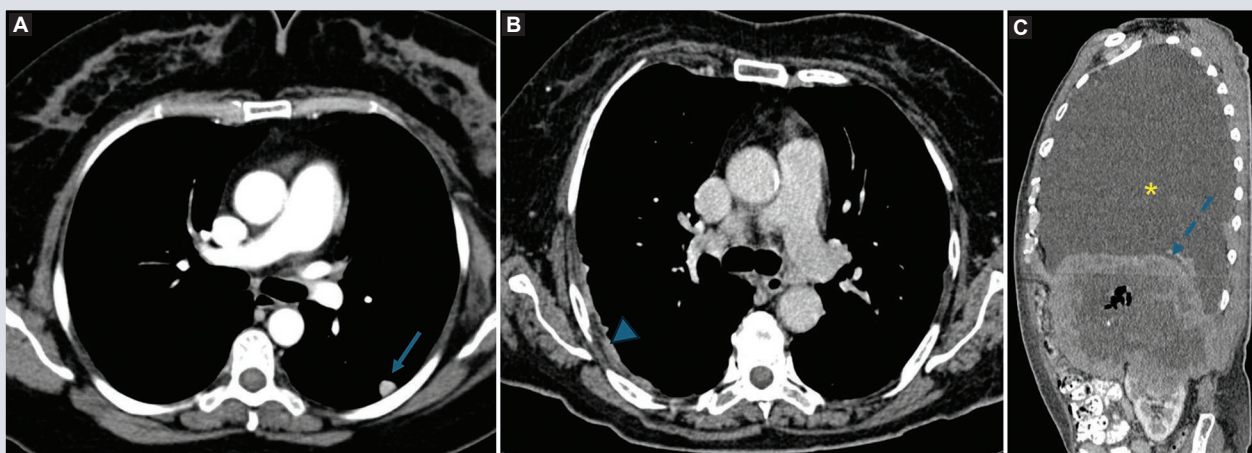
Metástasis pleurales. A: TC axial con engrosamiento nodular de la pleura izquierda (flecha) que presenta reforzamiento heterogéneo. B: engrosamiento irregular (▼), lineal, de la pleura costal derecha asociado a un primario tiroideo. C: derrame (*) y engrosamiento pleural (--->) por invasión directa del carcinoma de células claras mostrada en la imagen. TC: tomografía computarizada.
